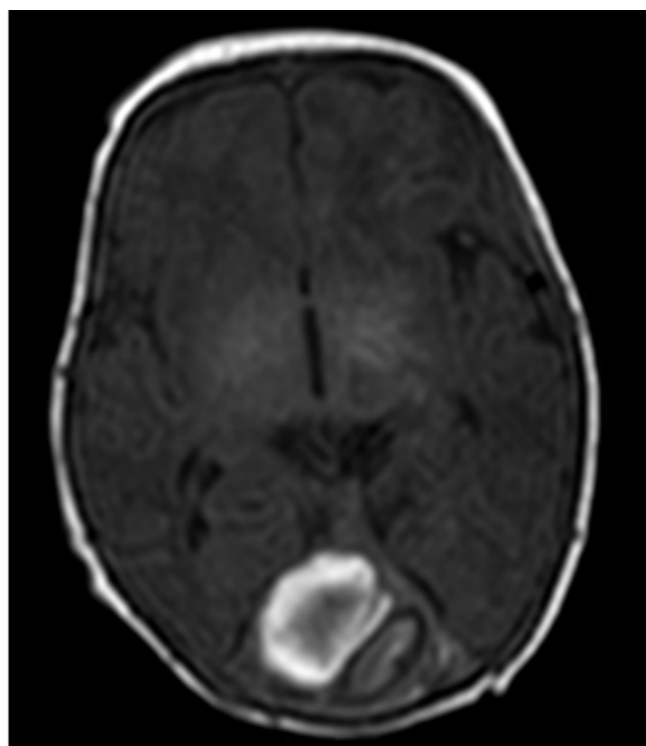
Image d'IRM pondérée en séquence T1 de la tête fœtale à J4 de vie dans le plan axial montrant un syndrome de masse à la face postérieure de la ligne médiane, à double composante, une composante en hypersignal T1 à droite correspondant au thrombus et l'autre composante à gauche hétérogène modérément en hypersignal T1 en faveur d'un remaniement hémorragique.
